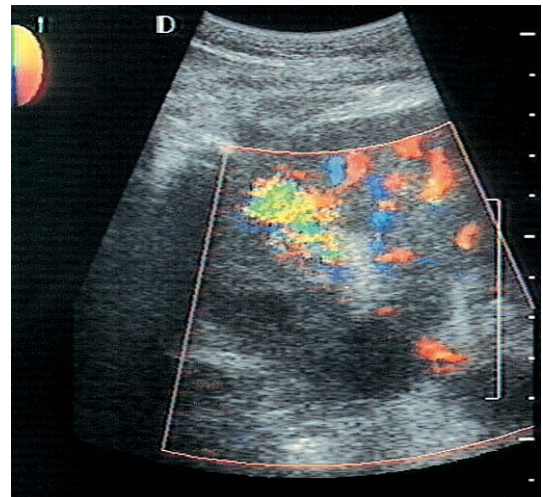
Fístula arteriovenosa. Imagen Doppler de flujo en color que demuestra un aumento focal del flujo intrarenal, con un soplo tisular de color fuera de los vasos renales producido por la vibración del parénquima renal adyacente.
